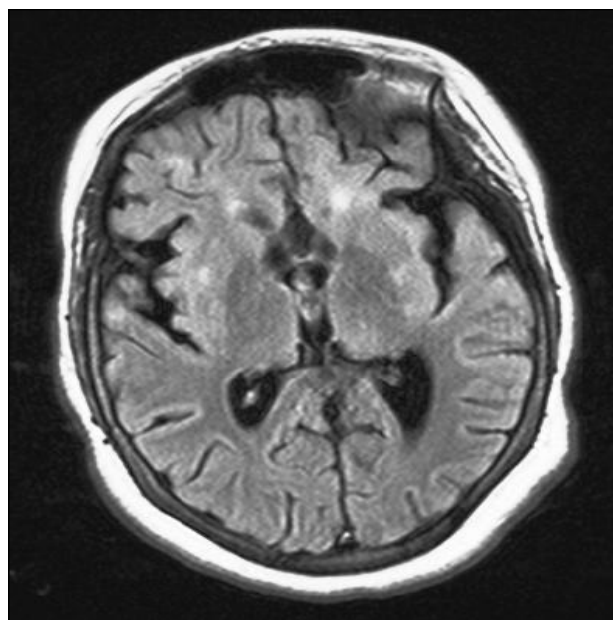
Obraz MRI po zabiegu hemisferektomii [8].
